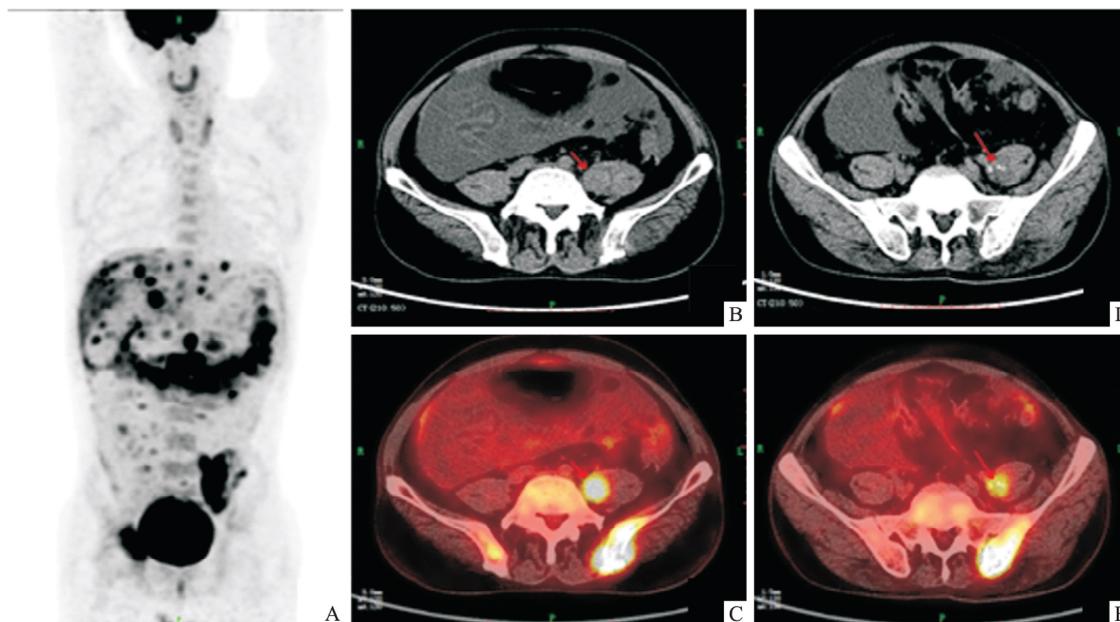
直肠癌患者(男 44岁)伴腰大肌转移癌的 PET/CT 图像
